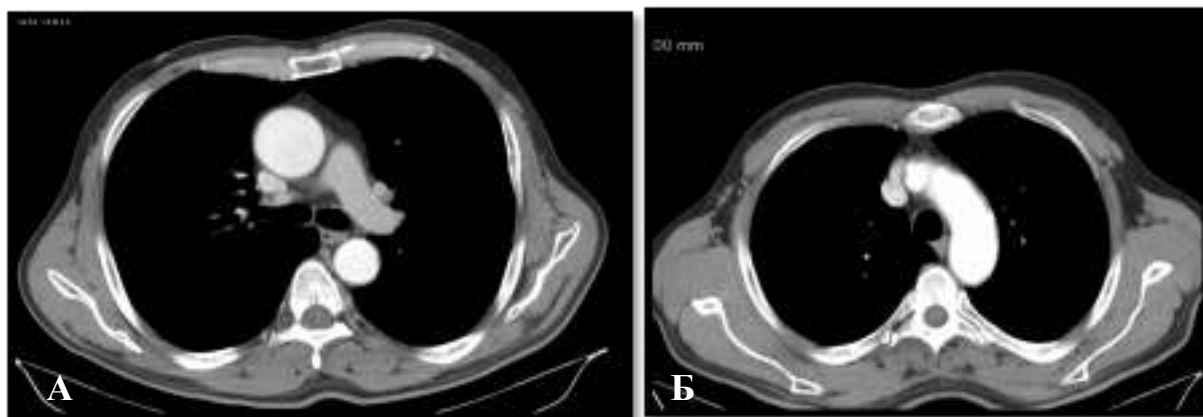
МСКТ с внутривенным контрастированием
